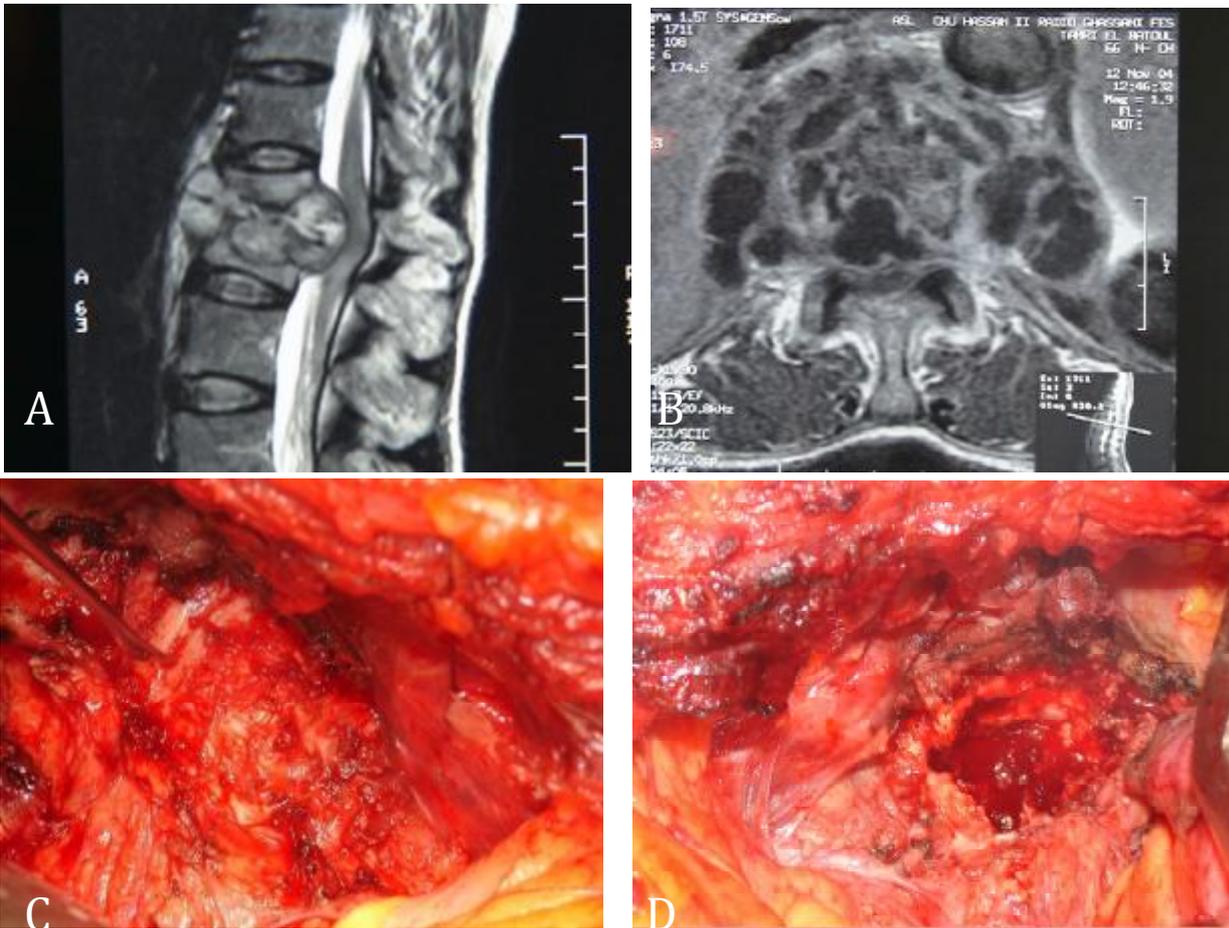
une spondylodiscite tuberculeuse . IRM du rachis coupe sagittale (A), coupe axiale (B) montrant une spondylodiscite infectieuse. Patient opéré par voie d'abord antérieure à foyer large avec évacuation des abcès; (D) excision large des sequesters (discaux et osseux)
